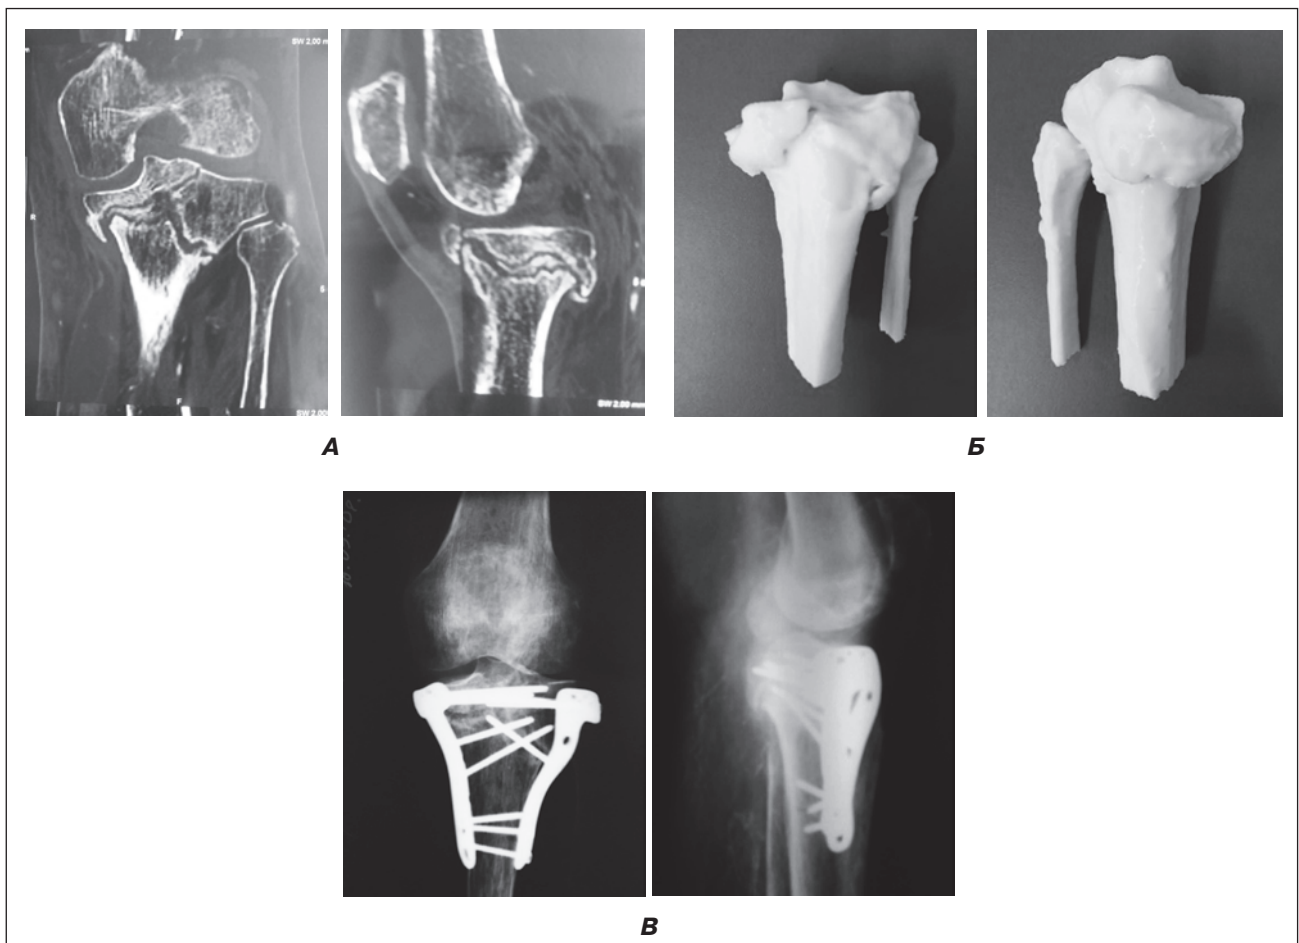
Рентгенограми хворої С. із застарілим уламковим переломом проксимального епіметафіза лівої великогомілкової кістки зі зміщенням уламків (А); пластиковий прототип ураженого сегмента (Б); рентгенографія після оперативного втручання: відкрита репозиція, МОС проксимального відділу лівої великогомілкової кістки пластинами, гвинтами. Кісткова автопластика (В)
